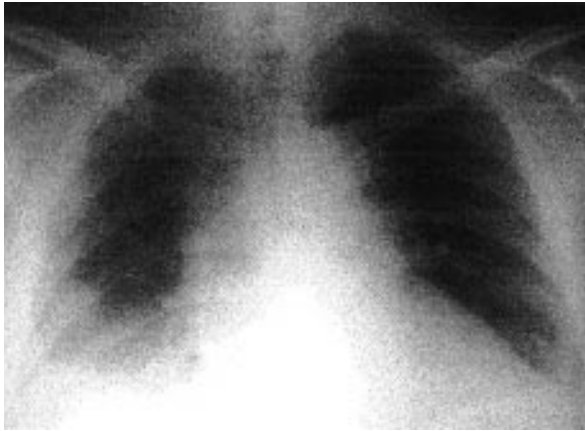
Radiografía anteroposterior de tórax con fracturas de los arcos costales tercero, cuarto, quinto y sexto derechos. Atelectasia basal derecha.
